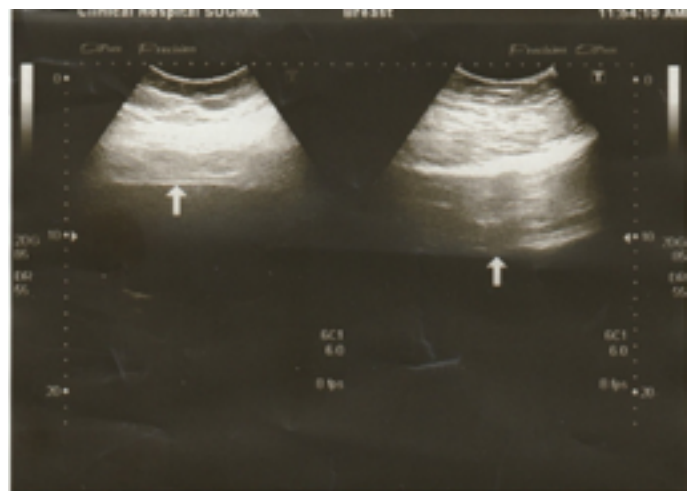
Толщина передней брюшной стенки по данным УЗИ в вертикальном положении (слева - правое подреберье - 8 см, справа - правая подвздошная область - 10 см)
